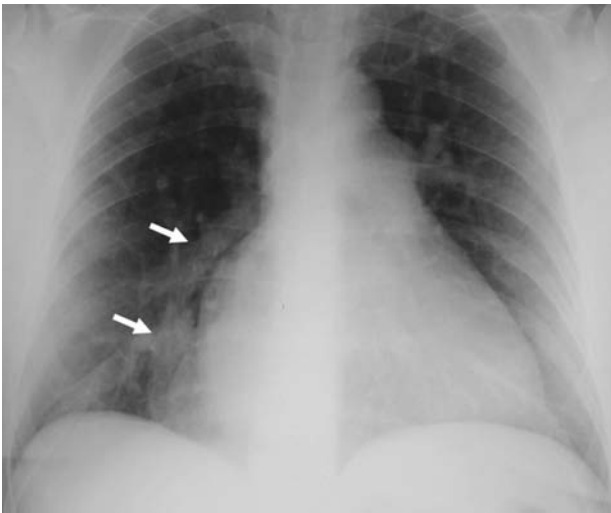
Radiografia del torace in clinostatismo: immagine di "crescent" arcuato in sede paracardiaca destra. Le frecce indicano il reperto radiologico descritto.
